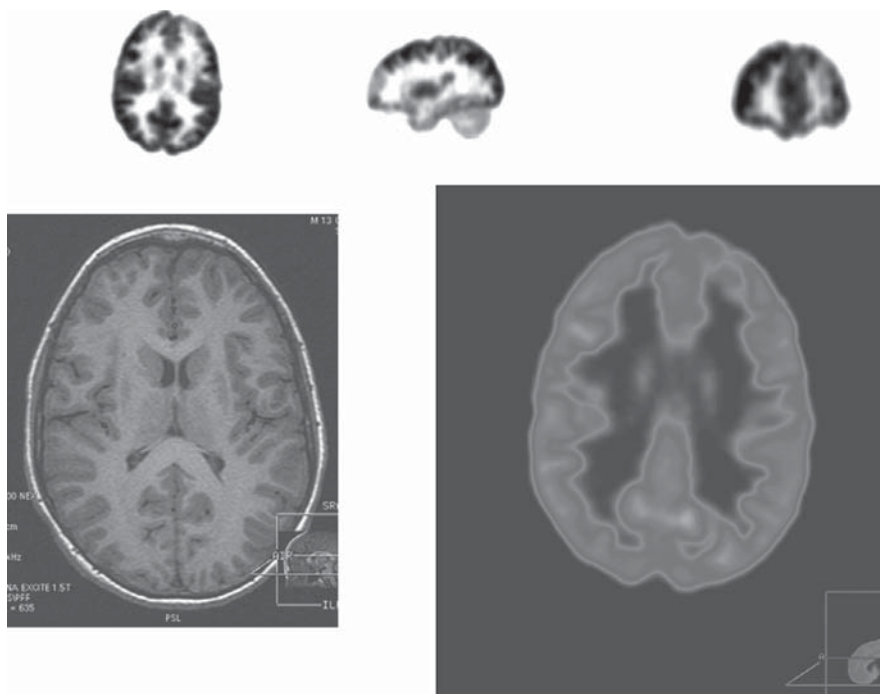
Búsqueda de foco epileptógeno. Paciente de 13 años con epilepsia de difícil manejo, candidato a cirugía. RM, sin cambios claramente anormales. TEP/FDG, disminución focal de la captación/metabolismo, frontal izquierdo.
